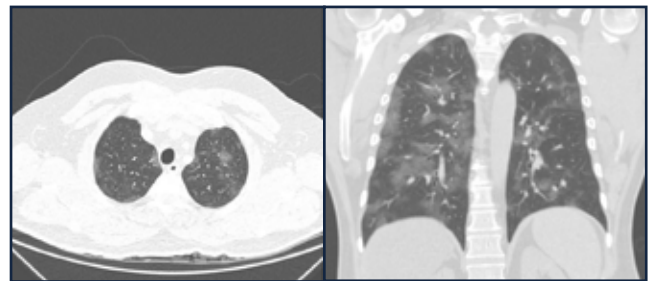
Additional chest computed tomography in axial and coronal view with interstitial pneumonia.
